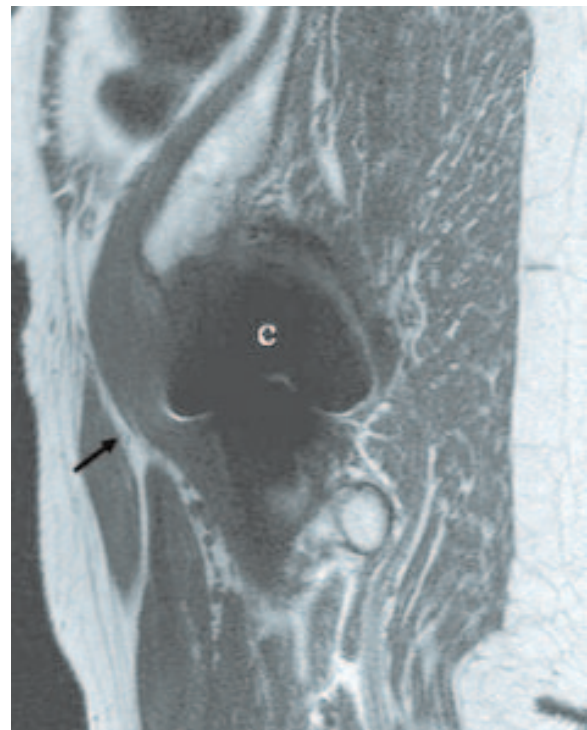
IRM en coupe sagittale en densité de protons pour conflit. L'estimation du débord antérieur de la cupule est difficile du fait des artéfacts.
